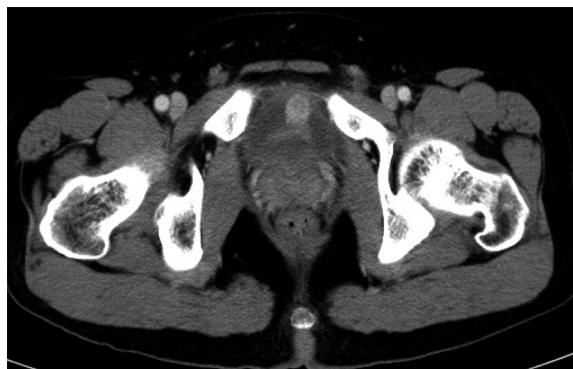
Contrast-enhanced CT shows enhancement mass in the anterior wall of the urinary bladder.
